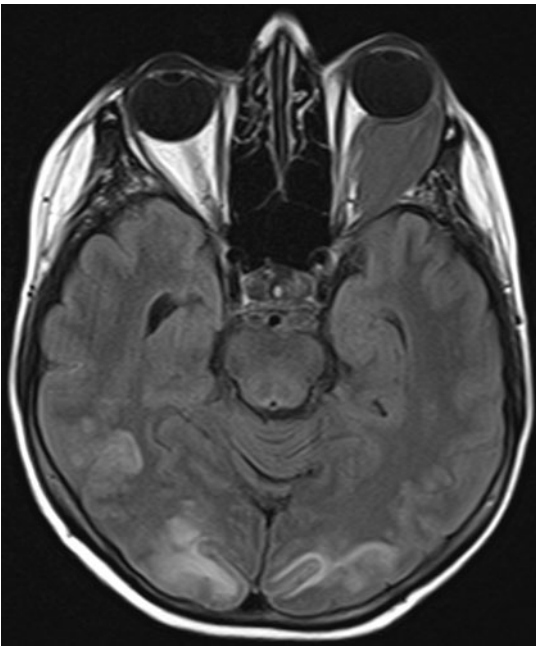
◀ MRT-Befund am Tag des beidseitigen plötzlichen Visusverlusts: Bilaterale parietookzipitale vasogene Ödeme. Zudem sieht man den Orbitatumor links, der durch die Darstellung der MRT-Aufnahmen auf der rechten Bildseite zu sehen ist
